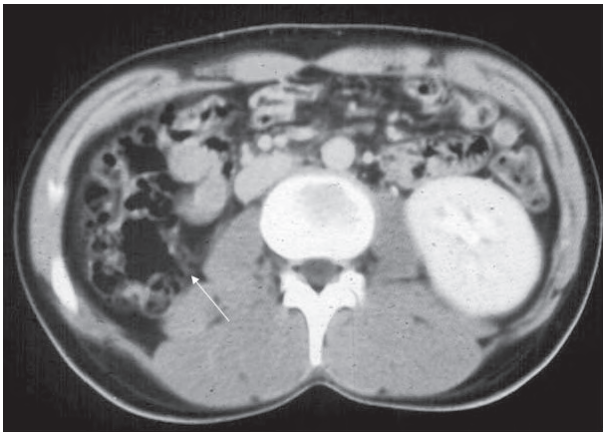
Imagen de tomografía axial computada, donde se demuestra agenesia renal del riñón derecho.
